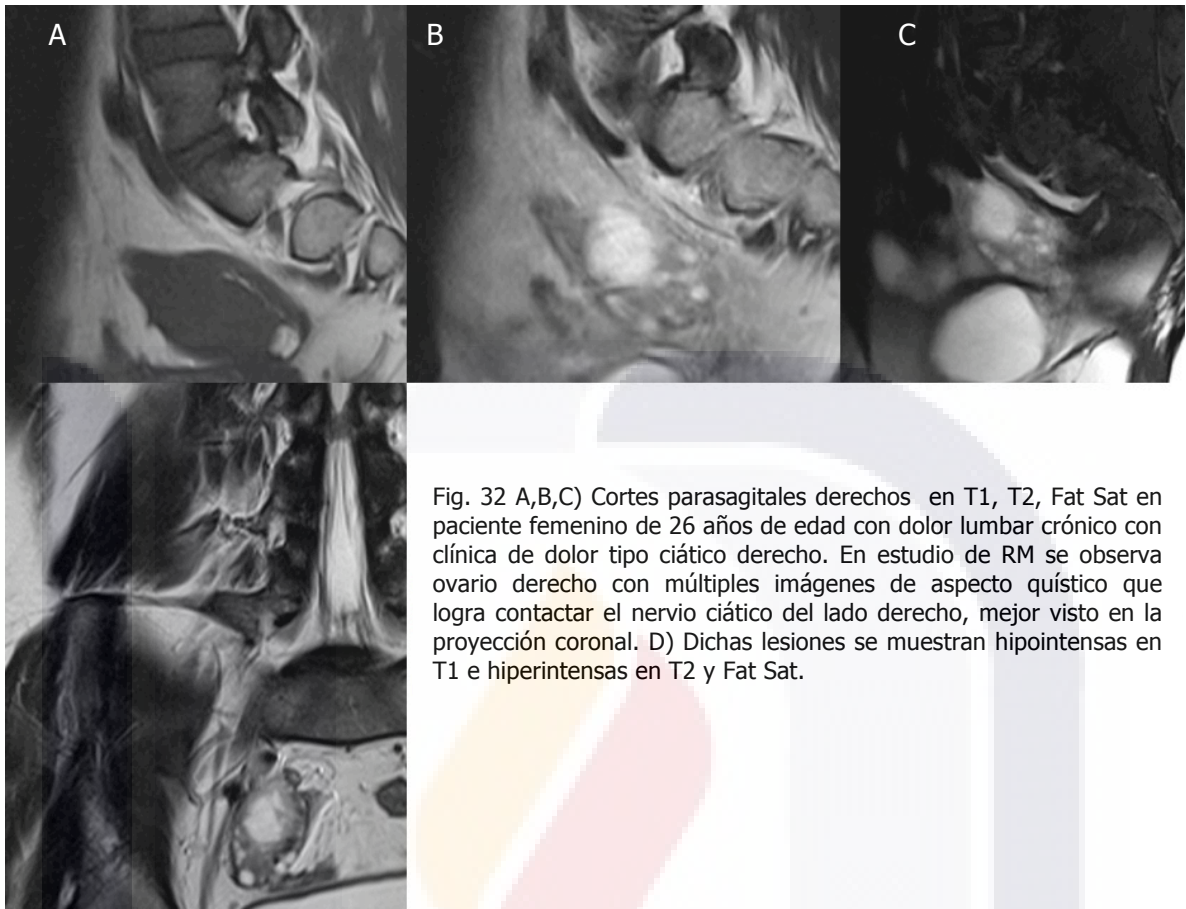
A,B,C) Cortes parasagitales derechos en T1, T2, Fat Sat en paciente femenino de 26 años de edad con dolor lumbar crónico con clínica de dolor tipo ciático derecho. En estudio de RM se observa ovario derecho con múltiples imágenes de aspecto quístico que logra contactar el nervio ciático del lado derecho, mejor visto en la proyección coronal. D) Dichas lesiones se muestran hipointensas en T1 e hiperintensas en T2 y Fat Sat.
